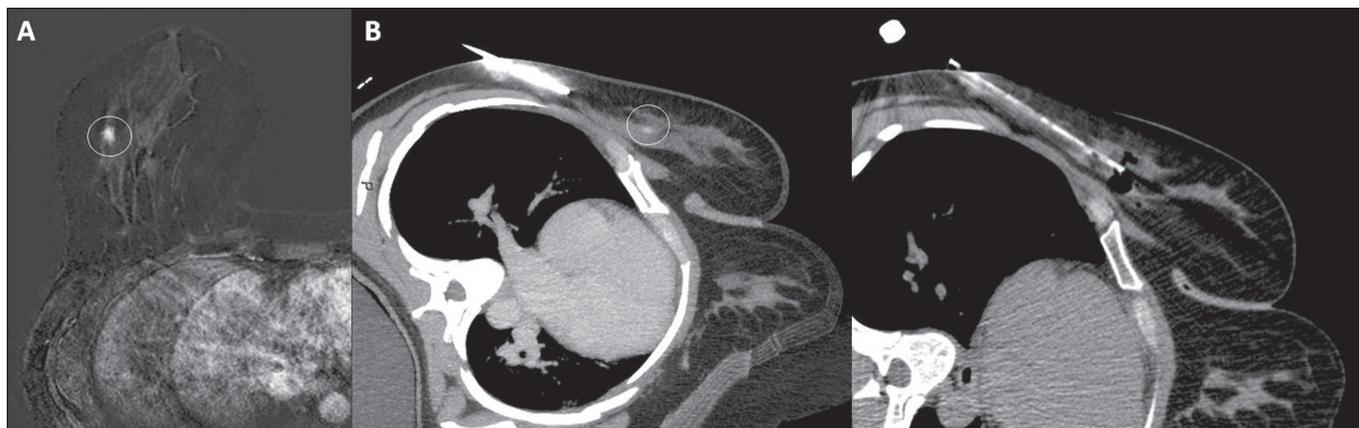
A: RM demonstrando nódulo oval, de margens irregulares, com realce precoce e fase tardia em platô, localizado na junção dos quadrantes laterais da mama direita (círculo). B: TC demonstrando mesmo nódulo na mama direita (círculo) e agulha posicionada para realização da biópsia.
